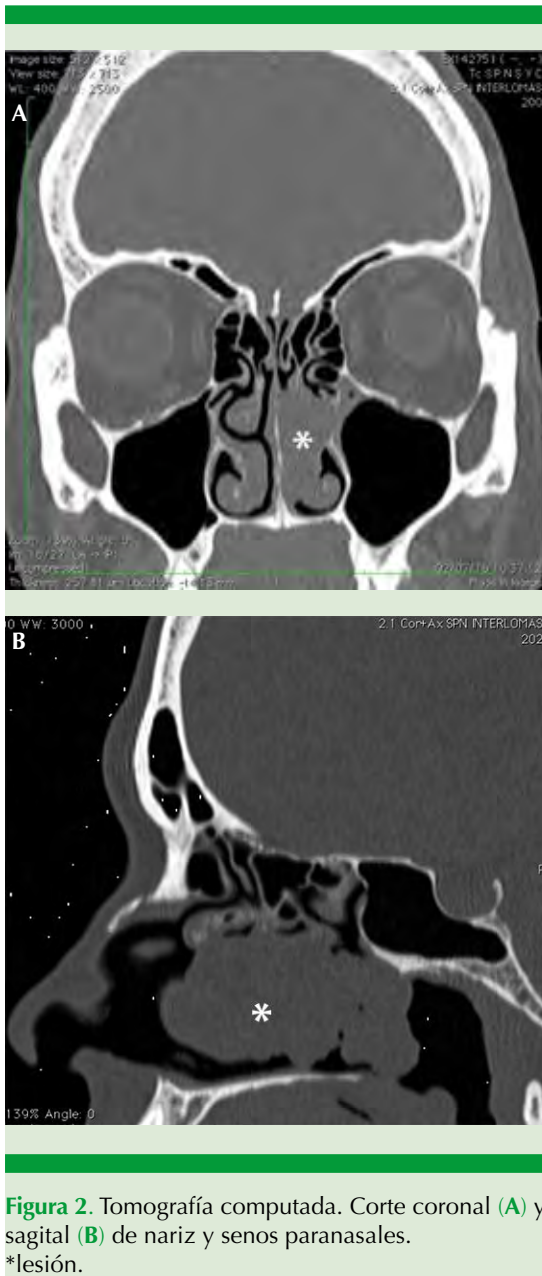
Tomografía computada. Corte coronal (A) y sagital (B) de nariz y senos paranasales. *lesión.
